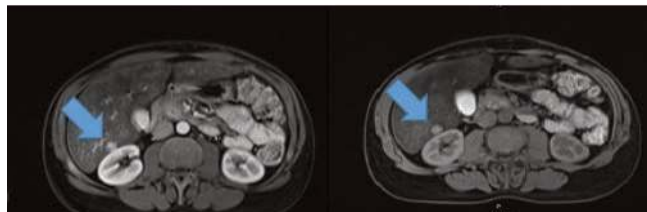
CT abdomen lesión segmento VI. Fase arterial (izquierda) y fase venosa (derecha).
